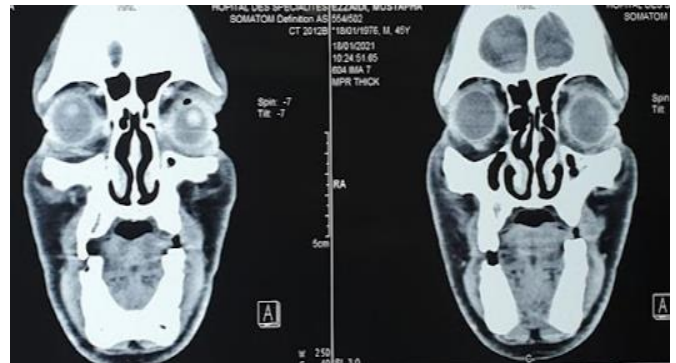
recoupe coronale d'une TDM du massif facial du contrôle post opératoire, d'aspect normal
